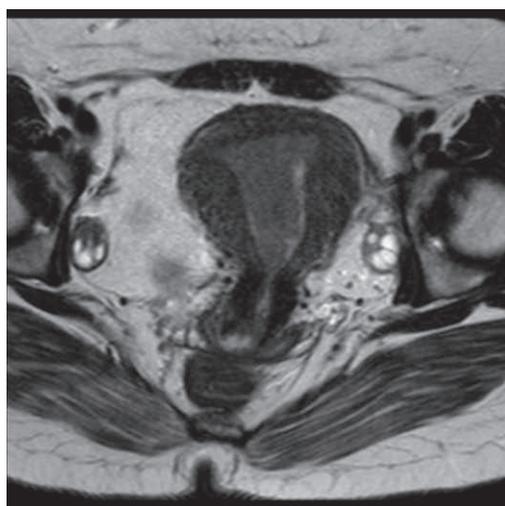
術前の骨盤単純MRI画像（左：T2強調画像、右：拡散強調画像）
